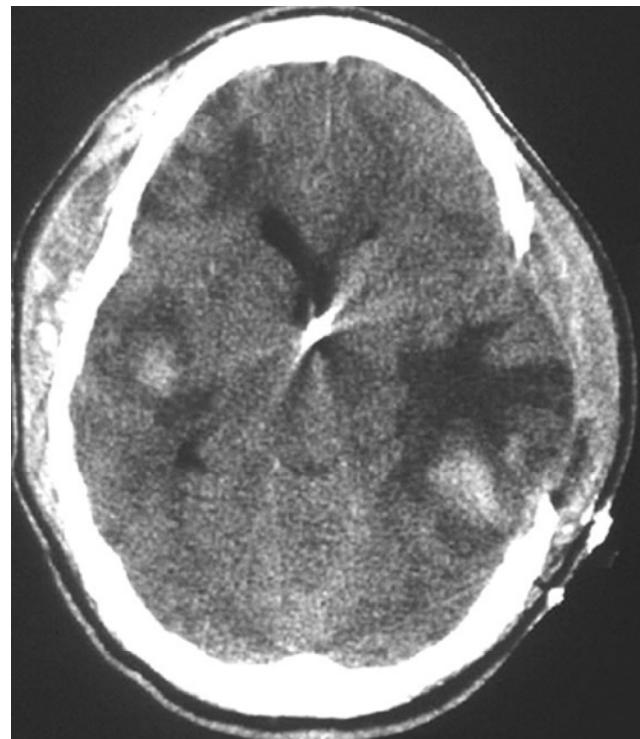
TAC de cráneo de un paciente con contusión temporoparietal derecha al cual se le realizó craniectomía descompresiva con plastia dural.
